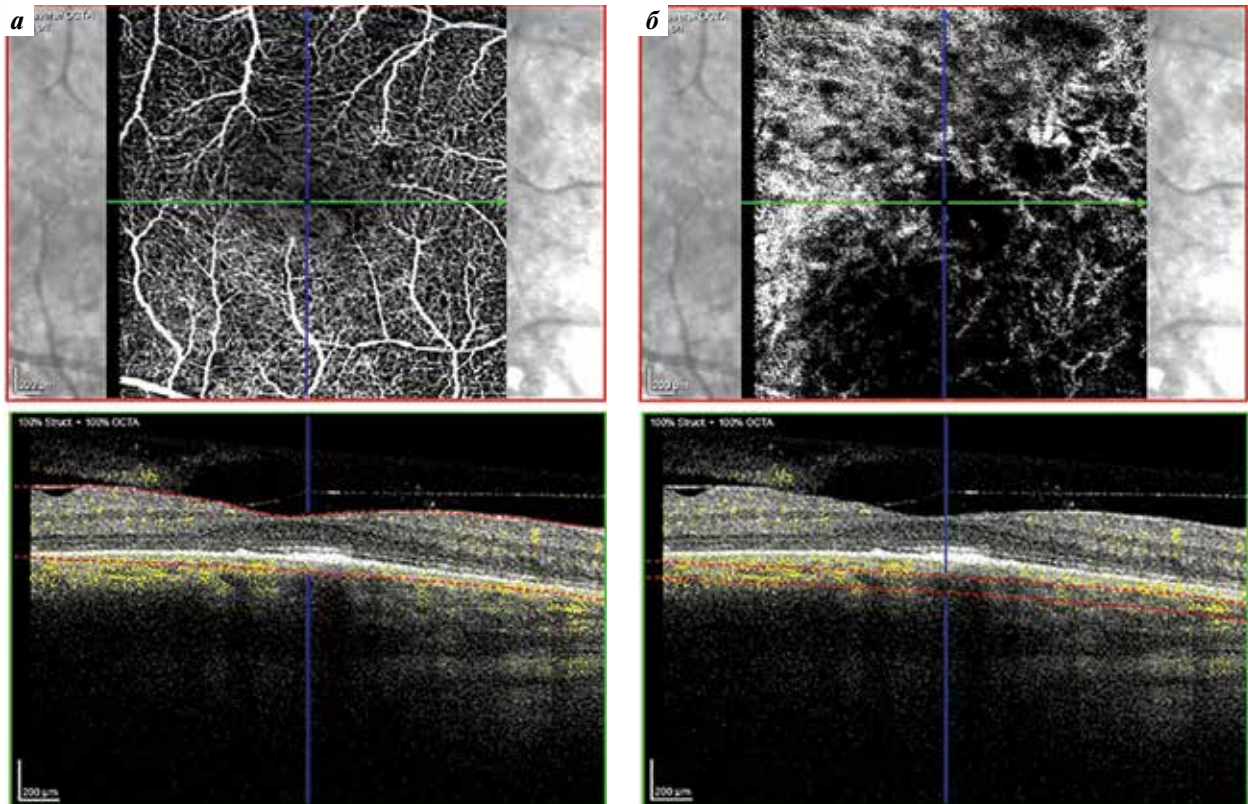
Оптическая когерентная томография—ангиография макулярной зоны правого глаза пациентки К., 64 лет. Сегментация на уровне сетчатки (а) и проекции хориокапиллярного слоя (б)
